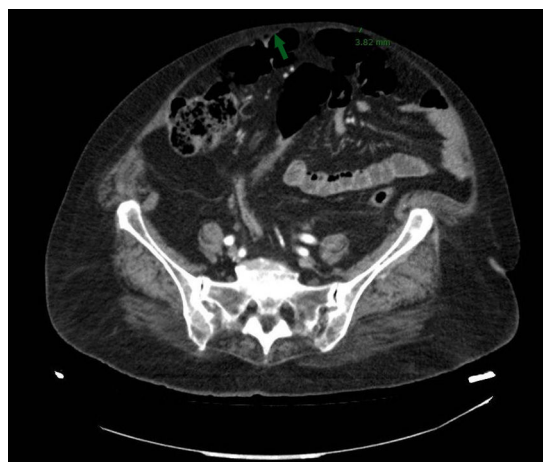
Imagen correspondiente a corte axial de la TC de abdomen realizada a la paciente donde se objetivan burbujas en la pared abdominal anterior, la cual tiene puntos de espesor de 3,8 mm.
